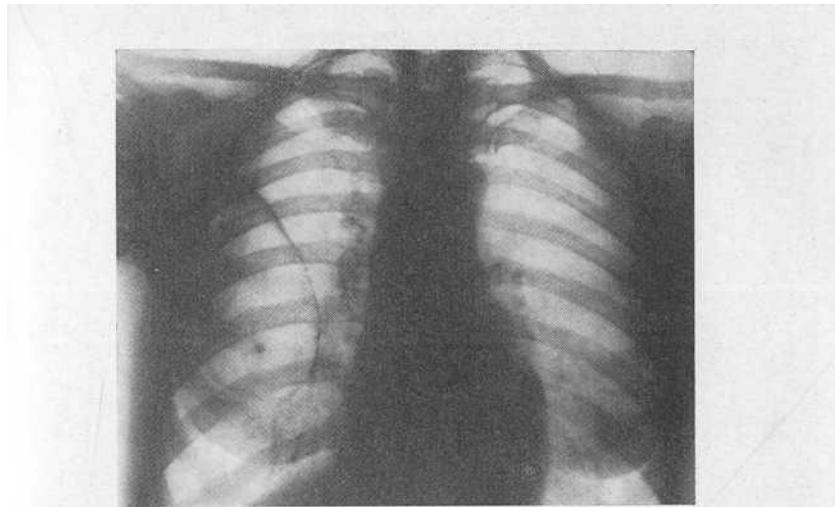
Рентгенограмма больной С. В наружной половине правого легочного поля определяется большая тонкостенная полость без содержимого, которая широким основанием прилежит к плевре (интерстициальная эмфизема).
